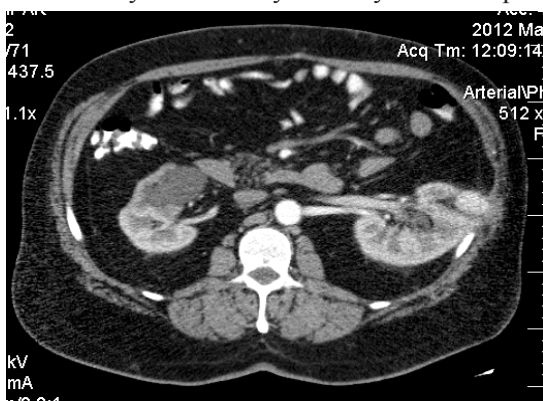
МСКТ до лечения
